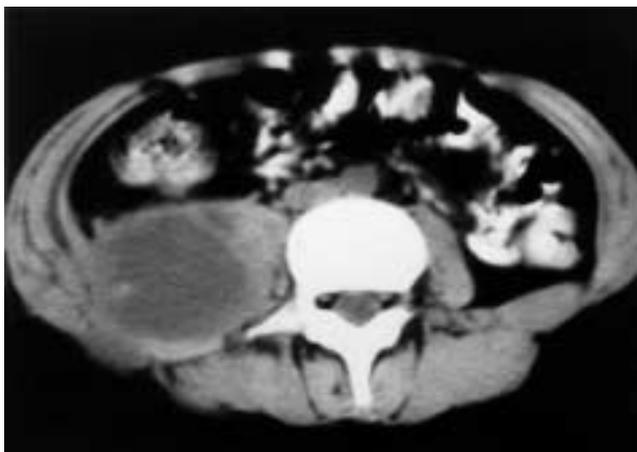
TAC abdominal: masa de 13x7x5 cm en psoas ilíaco derecho hipodensa y bien definida, con áreas de mayor densidad en su interior.
